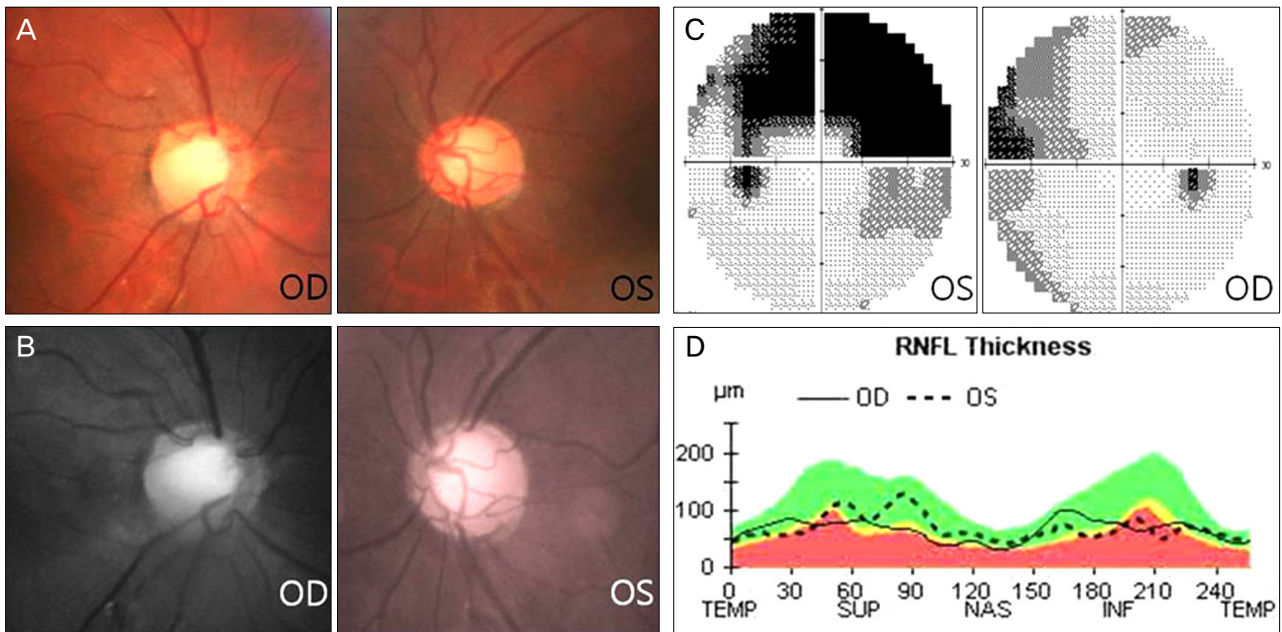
(A) Disc photograph shows vertical cup-disc ratio of 0.75 in the right eye and 0.8 in the left eye consistent with glaucomatous optic disc change. (B) Red-free fundus photography shows superior and inferior retinal nerve fiber layer (RNFL) defects. (C) Visual field examination reveals nasal step defect in the right eye and superior arcuate with inferior nasal step defect in the left eye. (D) Optical coherence tomography shows RNFL thinning in the superotemporal and inferotemporal region in TSNIT graph consistent with visual field examinations.
